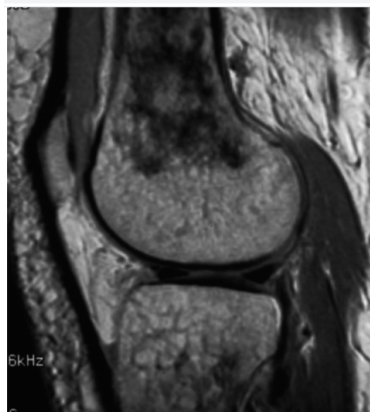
Arquivo de Radiologia Ortopédica – Uma Abordagem Prática, 2017. Ressonância magnética sagital ponderada em T1 do joelho apresenta uma infiltração da medular, esclerose e infartos ósseos.
